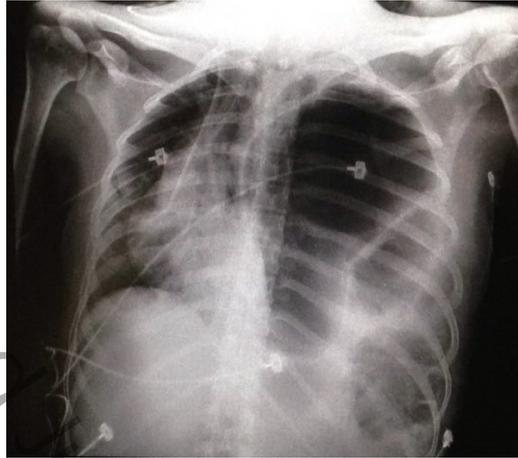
Radiografía portátil de tórax. Se aprecia desplazamiento del mediastino con presencia de contenido abdominal en hemitórax izquierdo.
